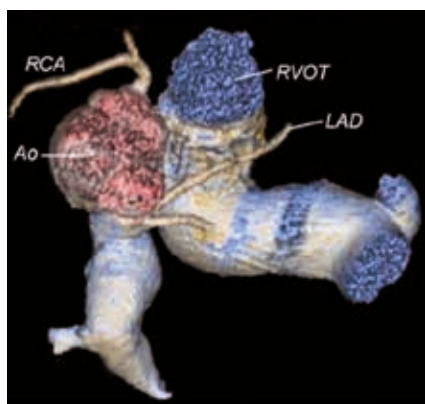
Ricostruzione 3D di TC che evidenzia i rapporti tra arteria coronaria discendente anteriore (LAD) ed efflusso ventricolare destro (RVOT) in un paziente in esiti di riparazione di Tetralogia di Fallot. RCA: right coronary artery; Ao: aorta.
